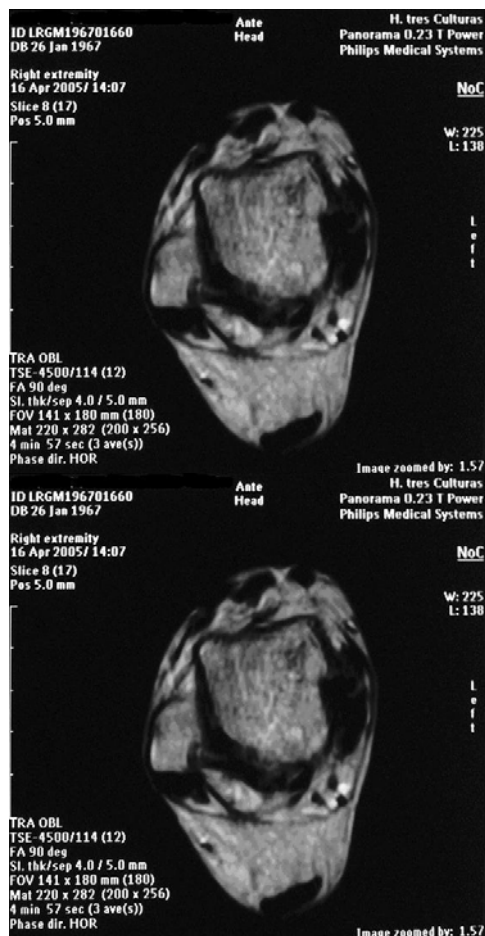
RMN 1 año tras la cirugía.
